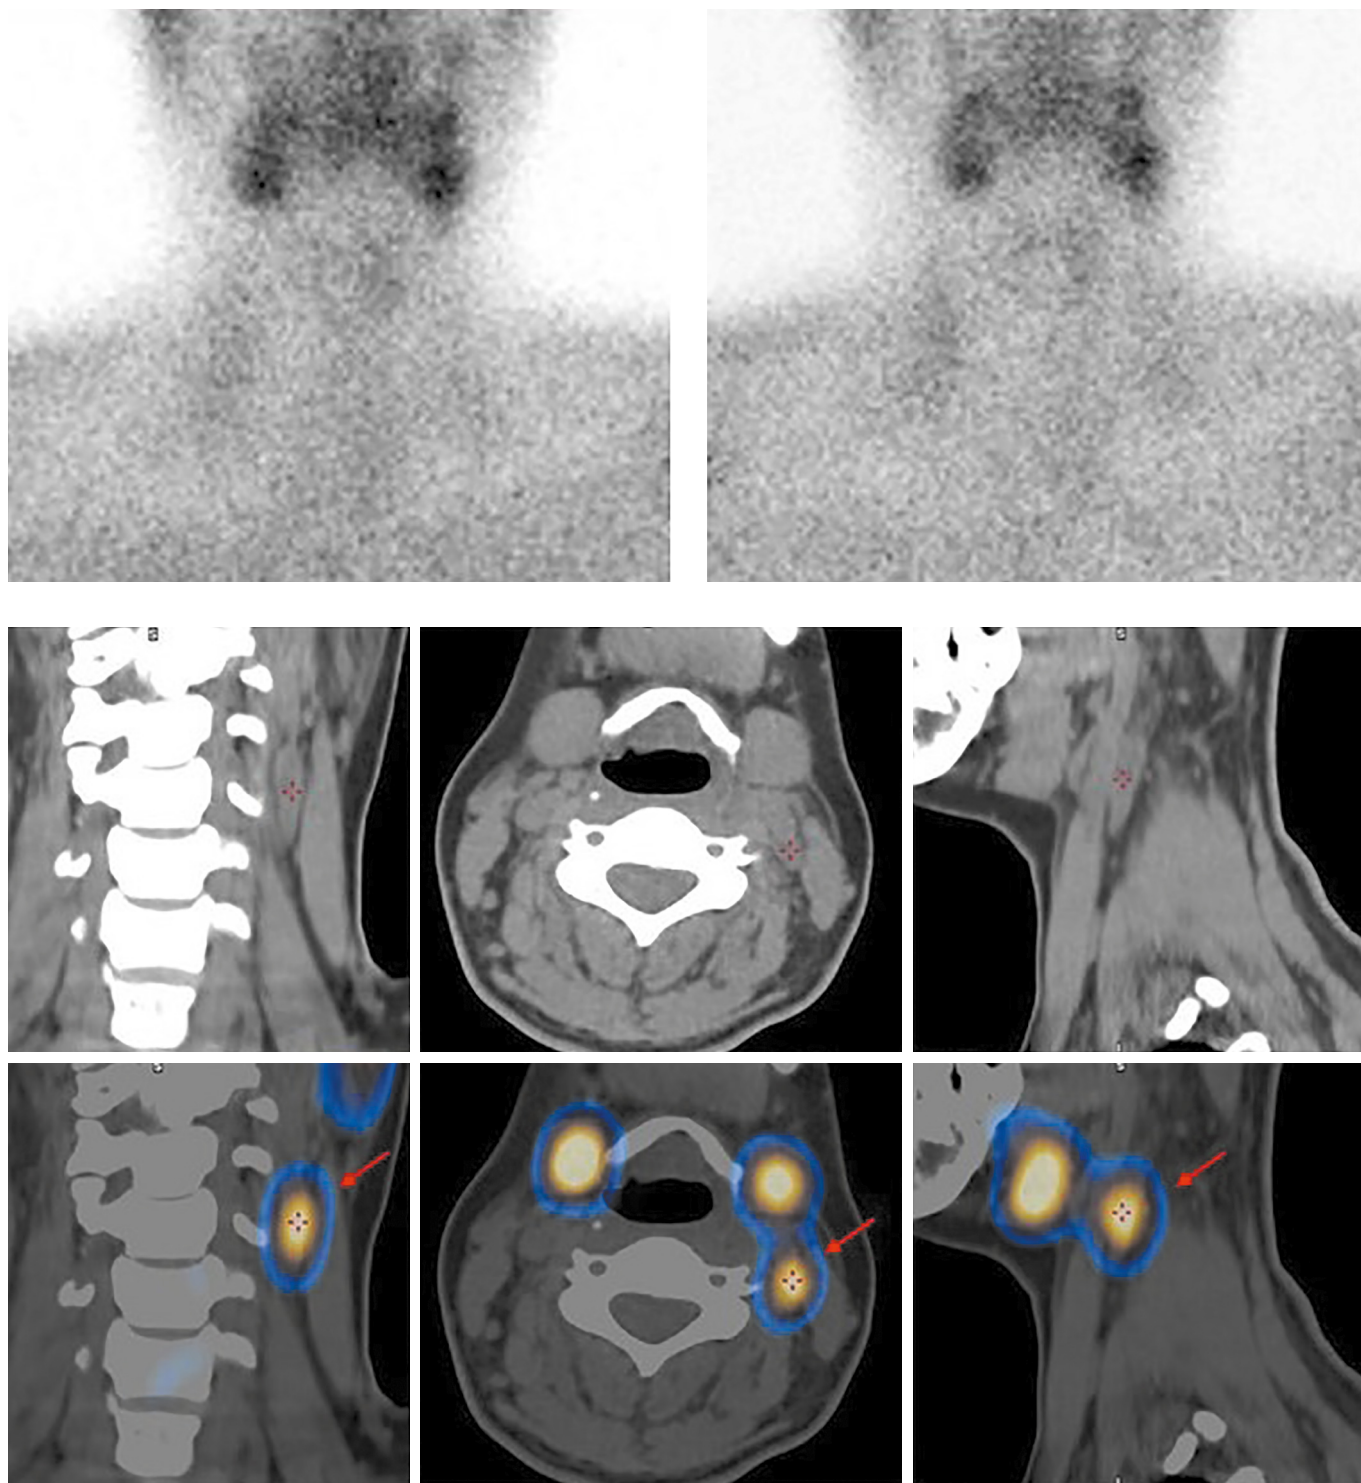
Верхний ряд — планарная сцинтиграфия через 15 и 90 минут после введения РФП. Нижний ряд — ОФЭКТ-КТ через 90 мин.
